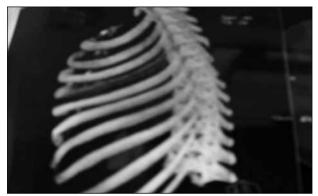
Tomografía con reconstrucción en 3D donde se aprecia lesión en la quinta costilla (Foto del archivo del autor).
